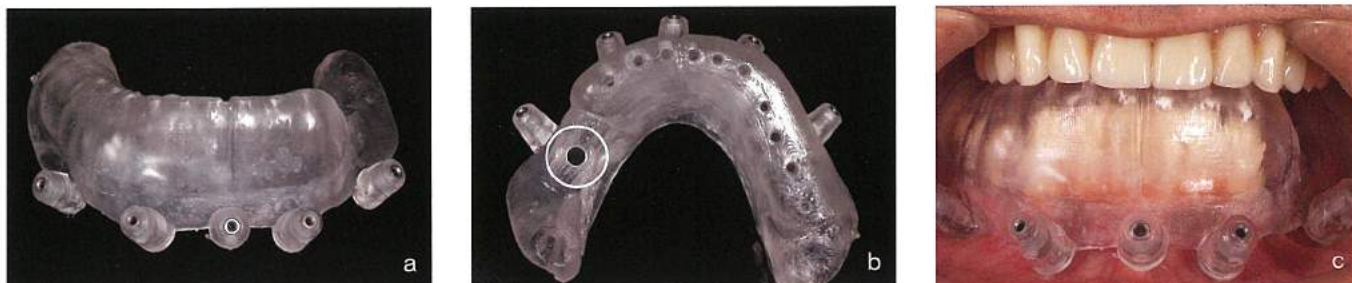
～c ファーストサージカルテンプレート。まずは、ラジオグラフィックガイドのCT撮影位置へ正確に戻せるType Bのメリットを生かし、アンカーピンの位置を決める。しかし、ノーベルガイドシステムではアンカーピンだけのサージカルテンプレートを製作することはできない。そのため、Type Aのプランニングデータから埋入深度の調整を必要としない無歯顎部分の1本(bの○部分)はこのファーストサージカルテンプレートで埋入する設計とした。
